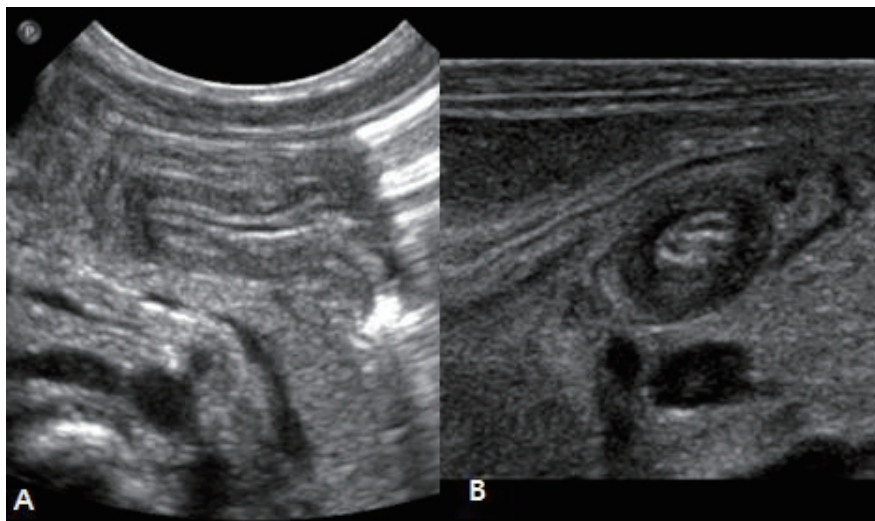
The finding of ultrasonography in gastric outlet obstruction. (A) Elongation and collapse of pyloric channel. (B) Short segmental intussusception in proximal portion of pylorus (target sign).
